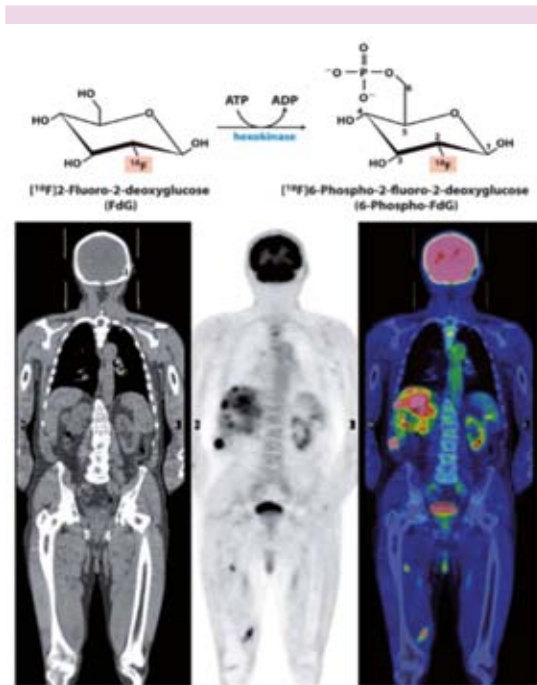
Análogo de glucosa con un isótopo de flúor como herramienta diagnóstica de tumores utilizando tomografía por emisión de positrones.
